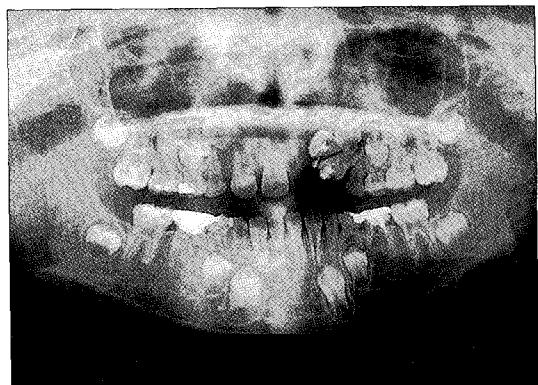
설측 버튼을 부착한 방사선 사진
